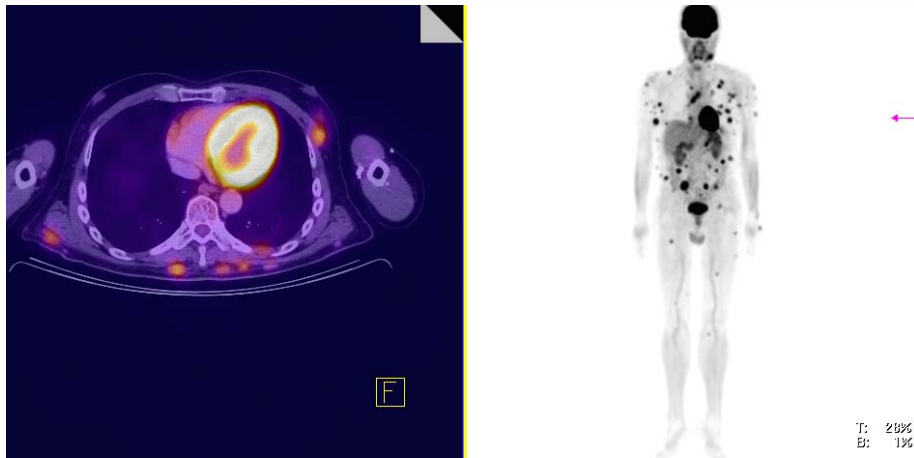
Estudio  $^{18}\text{F}$ -FDG PET/CT de paciente de 56 años con cutánides diseminadas en tronco y extremidades. Se observa corte axial a nivel de tórax; e imagen de máxima intensidad corporal. Fuente: Medicina Nuclear INCan
